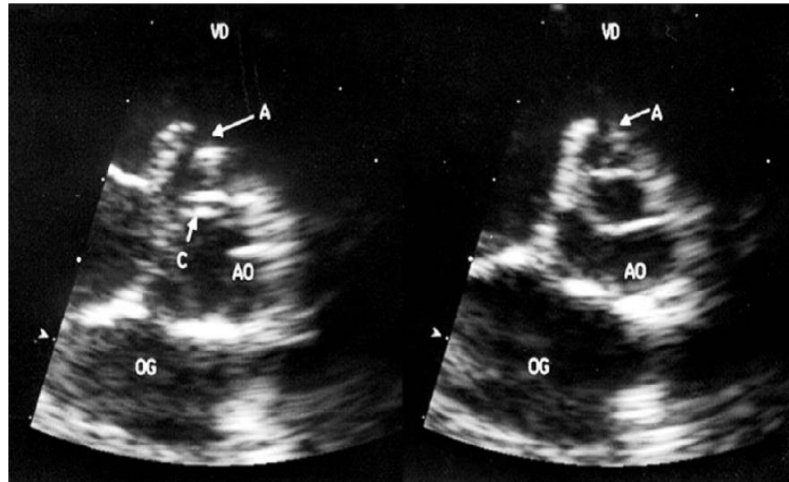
Échocardiographie d'une petite CIV pérимembraneuse :
